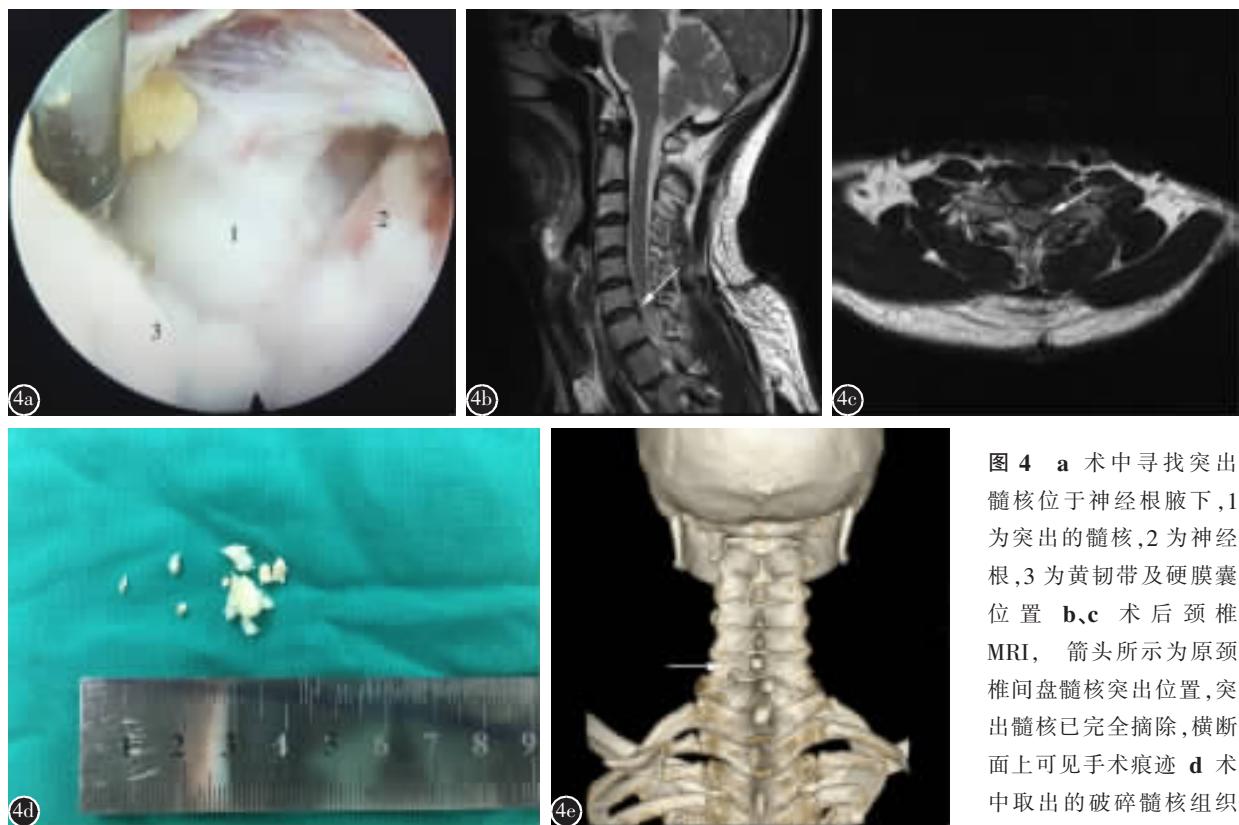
a 术中寻找突出髓核位于神经根腋下, 1 为突出的髓核, 2 为神经根, 3 为黄韧带及硬膜囊位置 b、c 术后颈椎 MRI, 箭头所示为原颈椎间盘髓核突出位置, 突出髓核已完全摘除, 横断面上可见手术痕迹 d 术中取出的破碎髓核组织 e 术后三维 CT 上可见
